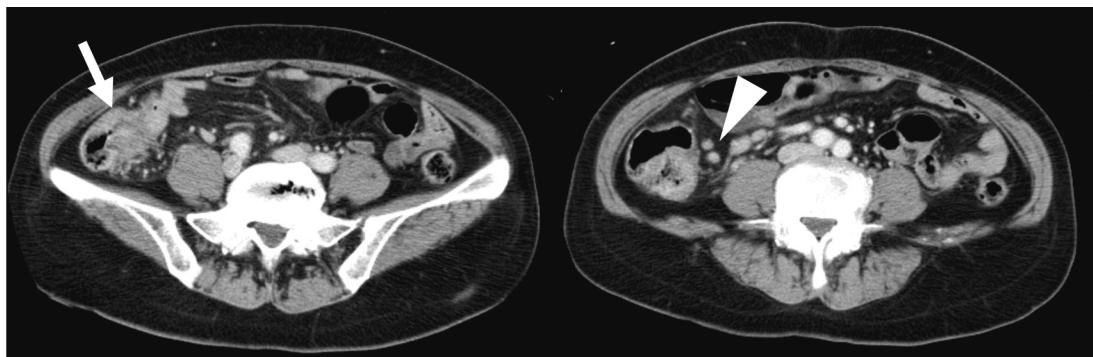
来院時CT 矢印：回腸末端部に浮腫性壁肥厚を認めた。 矢頭：回腸末端部で周囲リンパ節の腫大を認めた。
